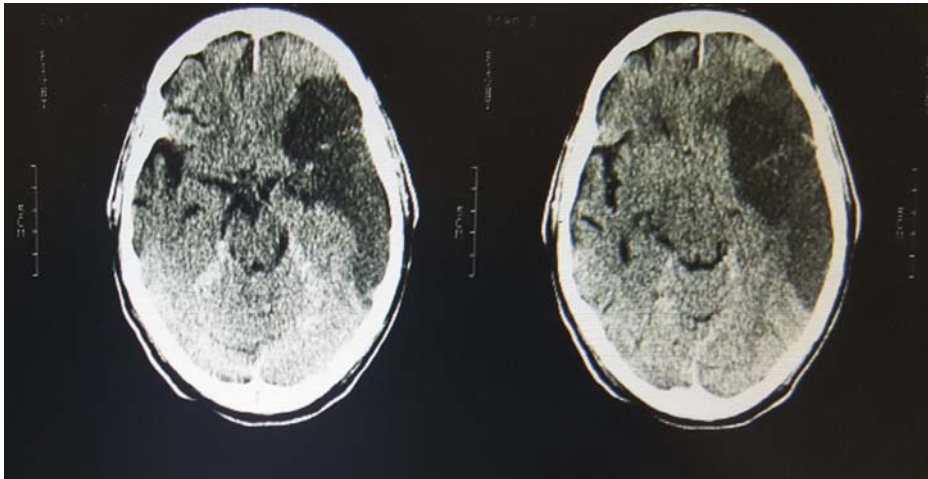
TDM cérébrale qui montre un AVCI sur le territoire temporo-frontal gauche
